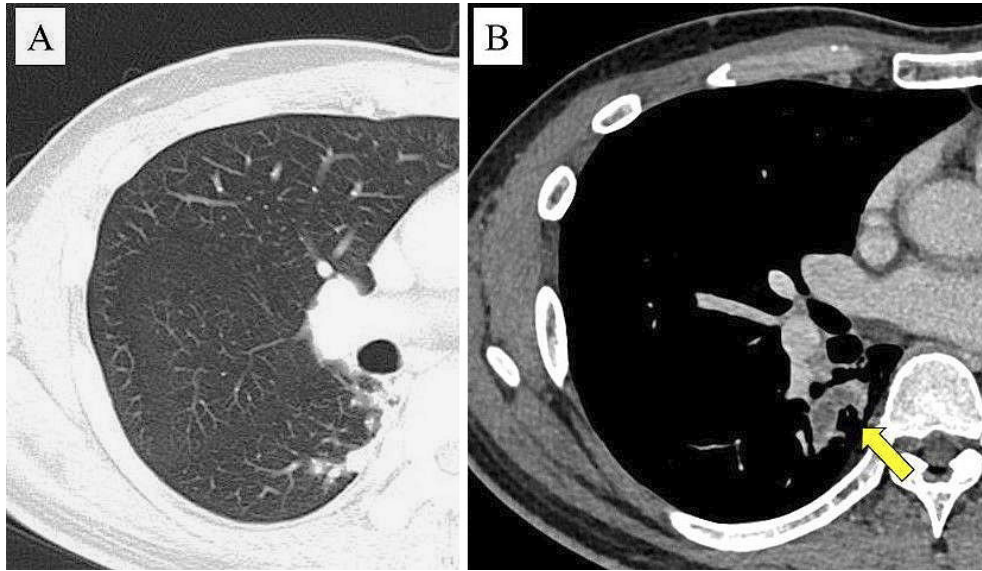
Chest computed tomography showed a tumor 31 mm in maximum diameter (arrow) accompanied by consolidation in the S⁶ region of the right lung (A, B).
